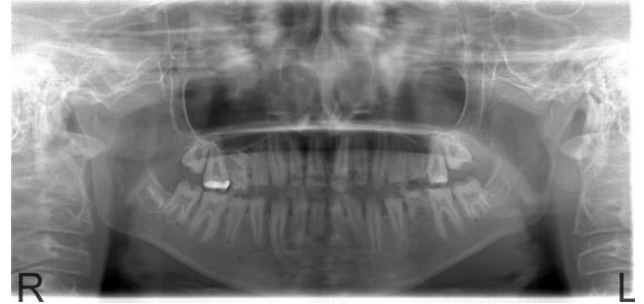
1 no.lu olgunun teyzesinin panoramik radyografisi
